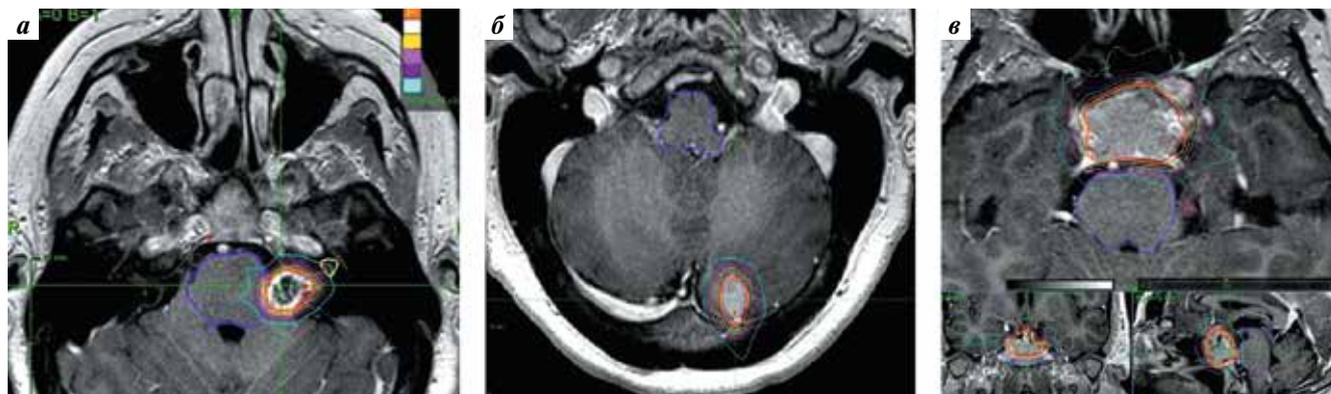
Магнитно-резонансные томограммы пациентки С. при подготовке к лучевой терапии. Визуализируются 3 опухоли: невринома (шваннома) левого мостомозжечкового угла (а), менингиома задней черепной ямки (б), аденома гипофиза (в)
